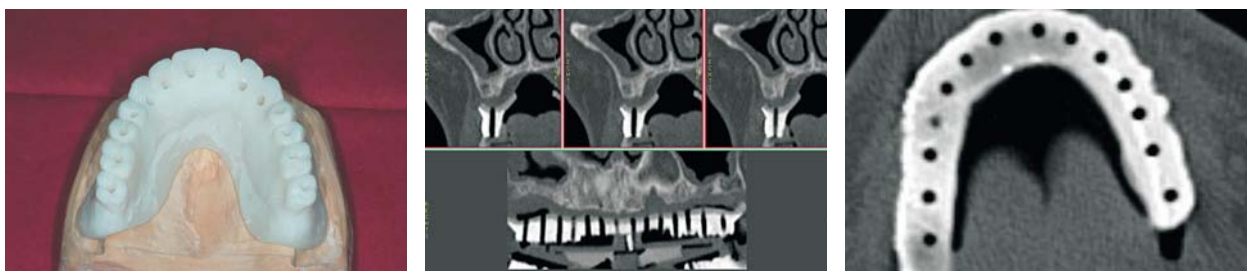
Die Prothetikschablone. – Abb. 2 und 3: Das implantatprothetische Planungslumen im CT-Datensatz.
